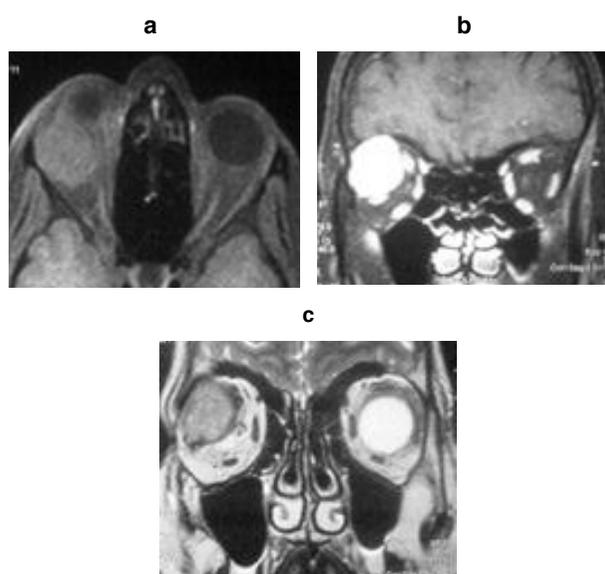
IRM : lésion à développement extra et intraconal, en isoT1 (a), hyperT2 (c), prenant le contraste de façon homogène (b) refoulant les muscles droits externe et supérieur ainsi que le nerf optique.
